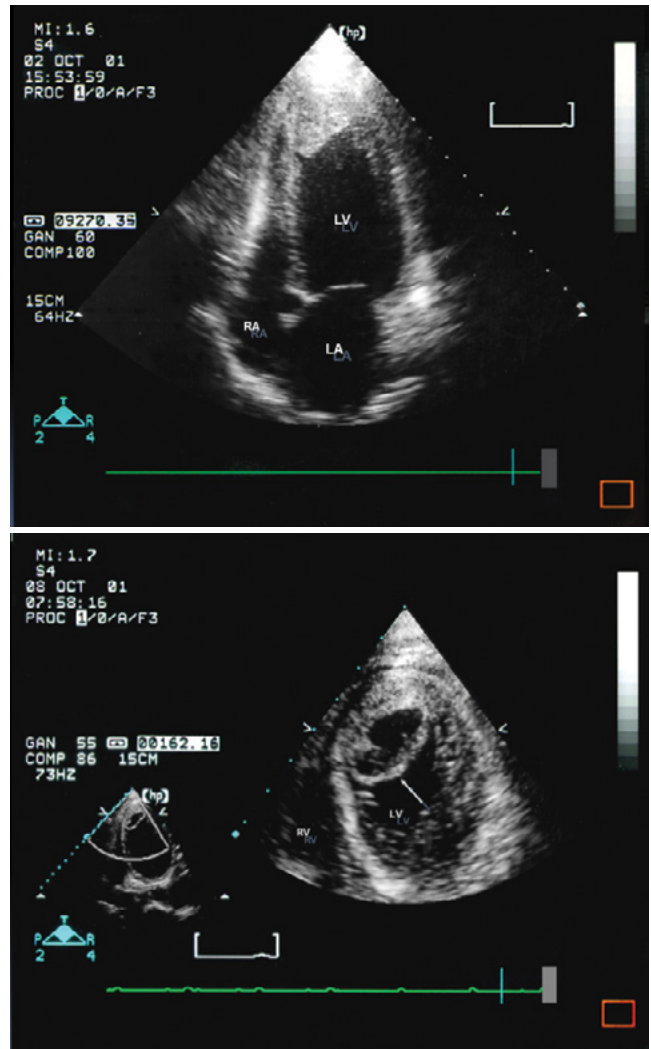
Ecocardiograma apical de las 4 cámaras (izquierda) en un paciente con infarto del miocardio de 4 horas de evolución. En el ápex del ventrículo izquierdo (LV) se observa una imagen ecodensa que simula un trombo. Unos días después (derecha) se identifica el cambio en la densidad acústica del hematoma intramiocárdico rodeado por tejido endomiocárdico (flecha). RA: aurícula derecha. LA: aurícula izquierda.
